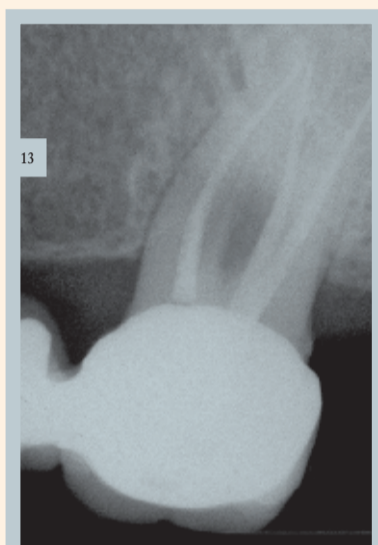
Radiographie post-opératoire.
